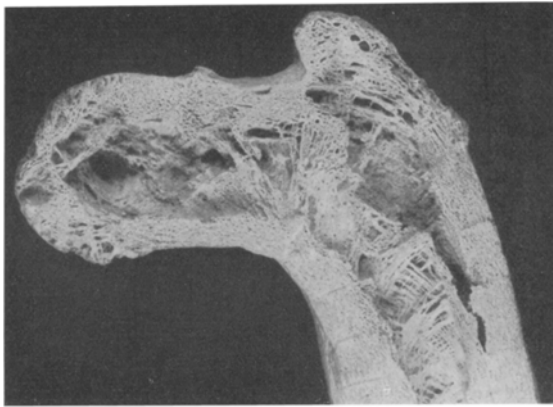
Hochgradig mißgestalteter Schenkelkopf, dessen peripheren Abschnitte stark verdickt sind, die mittleren sind fast frei von Spongiosa, sie enthielten Fettmark (im Röntgenbild stellen sie sich wie Cysten dar). Eigentümliche Anordnung der Spongiosa in den obersten Abschnitten des Schaftes.
